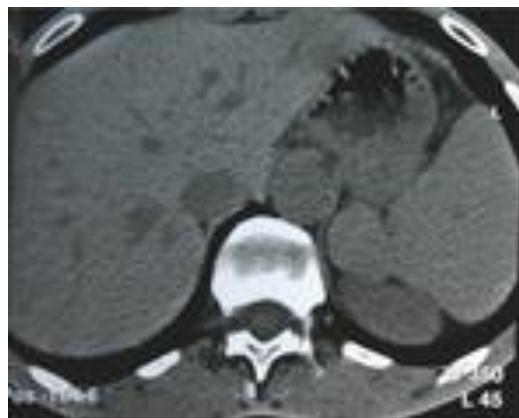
Accessory spleen (arrow) is isodense with main spleen on CT scan.
